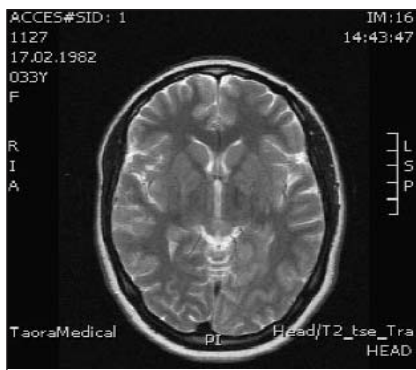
МРТ пациентки С. от 15.03.2015 г.
